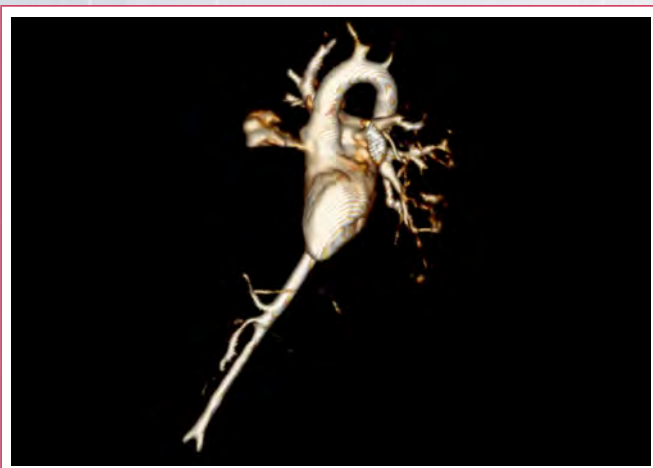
Imágenes combinadas de la angiografía y RM para mostrar la correlación entre ambos estudios. A: angiografía ventricular izquierda que muestra el divertículo. B: angiografía selectiva en el divertículo. C: RM en eje corto donde se muestra el divertículo con la presencia de capa muscular. D y E: visión tridimensional del divertículo en su cara anterior y cara posterior (AD: aurícula derecha; AI: aurícula izquierda; Ao: aorta; AP: arteria pulmonar; DV: divertículo; VD: ventrículo derecho; VI: ventrículo izquierdo)
